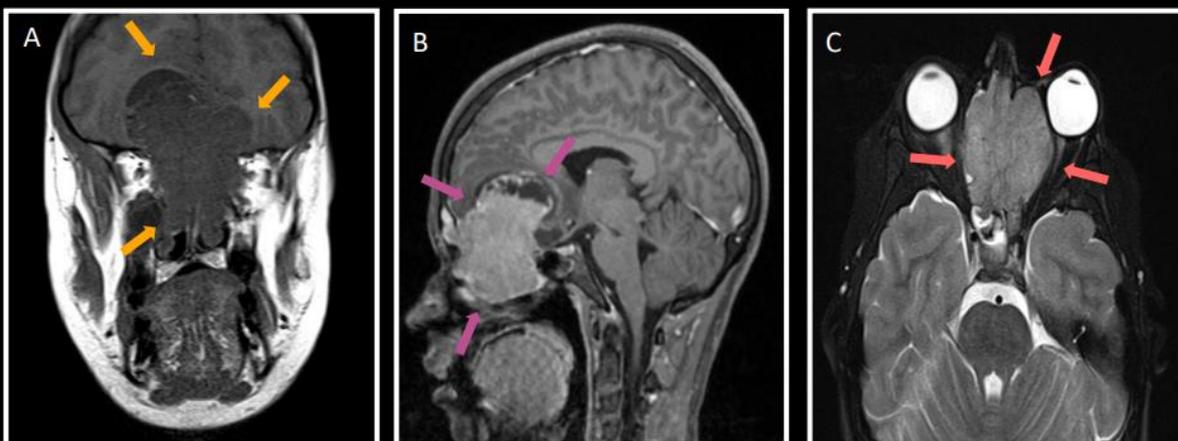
Ressonância magnética do crânio no plano coronal e sagital ponderada em T1 antes (A) e após (B) a injeção de contraste e no plano axial ponderada em T2 (C) mostra volumosa lesão expansiva com sinal intermediário em T1 e T2, com realce pelo meio de contraste, acometendo as fossas nasais, células etmoidais e a fossa anterior do crânio na linha média, insinuando-se ao interior das órbitas, notadamente à esquerda, rechaçando o conteúdo orbitário e determinando proptose bilateral.
